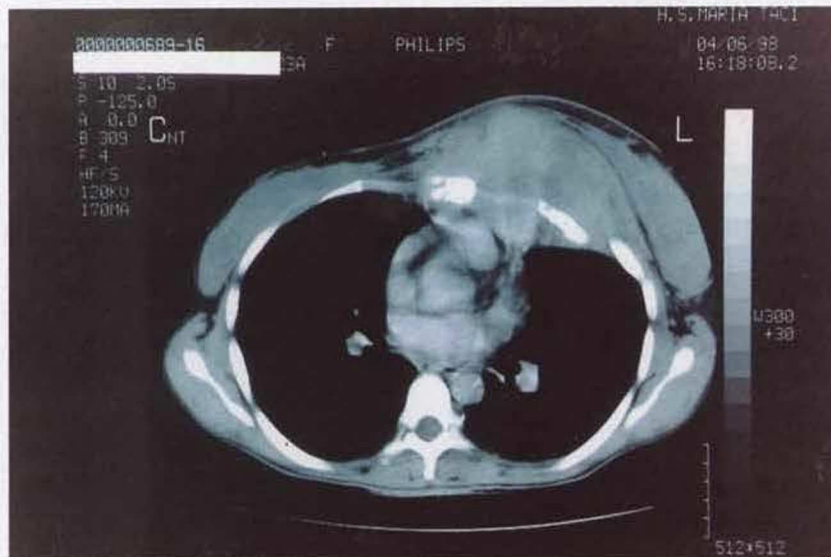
TAC torácica: massa volumosa envolvendo as partes moles anteriores esquerdas do tórax, esterno, costelas e o mediastino anterior ao nível das cadeias ganglionares mamárias internas esquerdas
